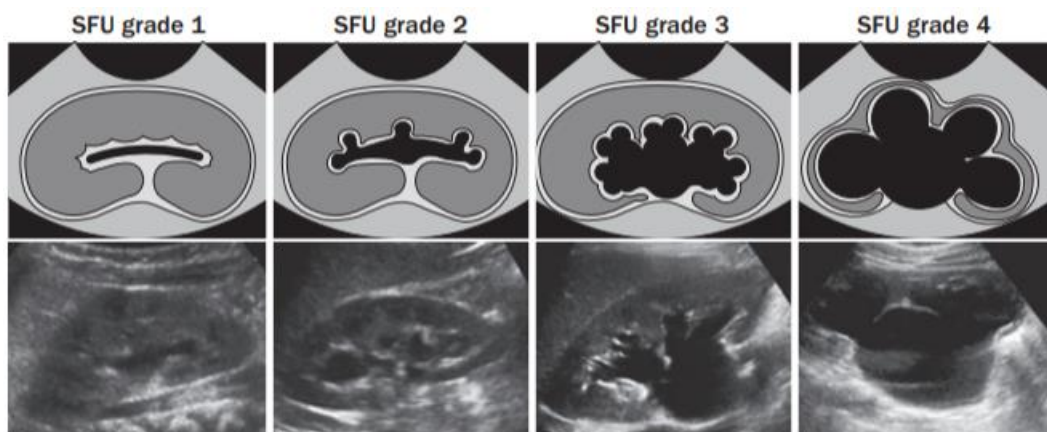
Système de classification échographique de l'HN postnatale proposé par la SFU. Grade 0 : Échographie considérée comme normale (non présenté) ; Grade 1 : Dilatation du bassin sans dilatation des calices ; Grade 2 : Dilatation complète du bassin et des calices majeurs ; Grade 3 : Dilatation complète du bassin et de l'ensemble des calices sans signe d'atteinte du parenchyme ; Grade 4 : Amincissement du parenchyme d'après [48]
